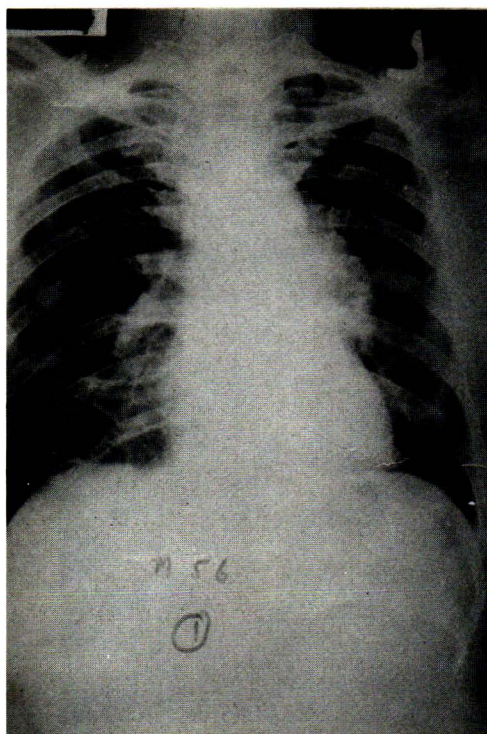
Chest roentgenogram showing left hilar mass.
